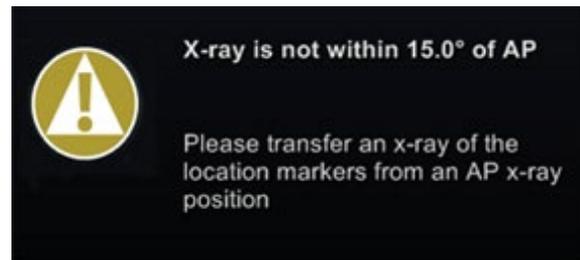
La radiographie n'est pas dans les 15,0° de la position AP
